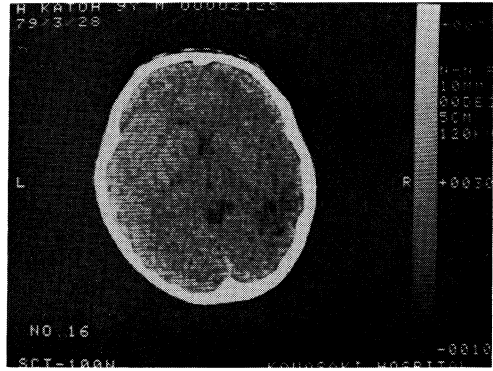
Case 2. CT showing low density area at the right posterior temporal region
